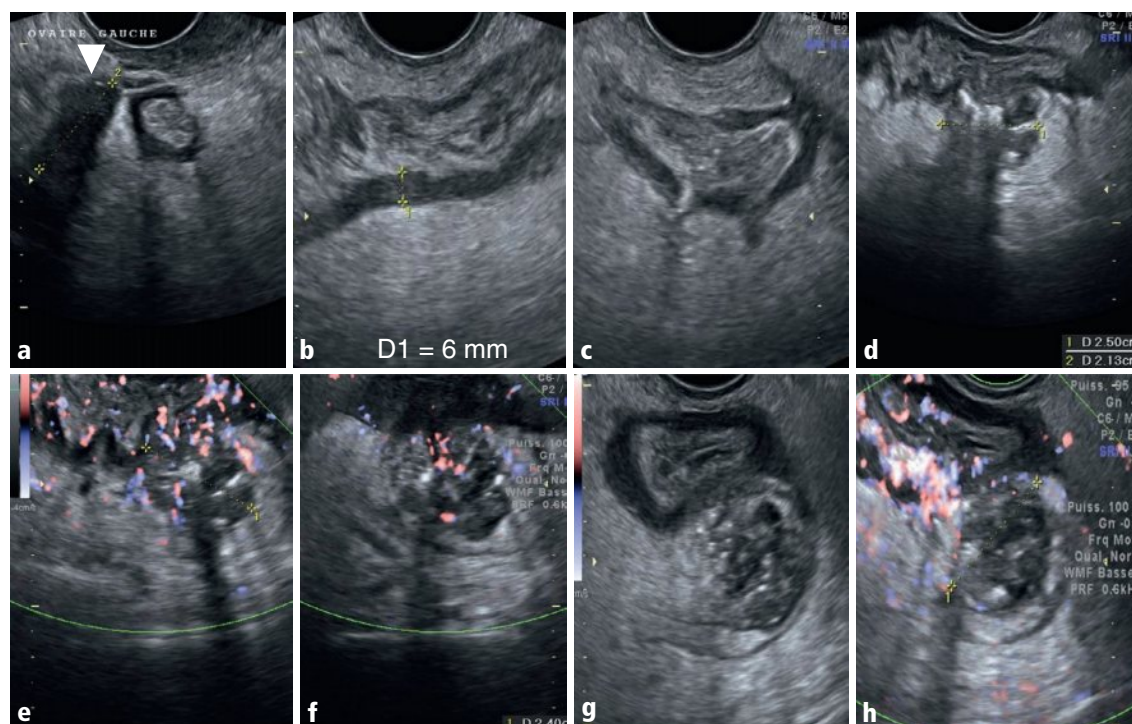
a-h Ovaire gauche, coupe axiale (a). Côlon sigmoïde, coupes sagittale (b) et axiale oblique (c). Sigmoïde : coupe sagittale en mode B (d); coupes sagittale (e) et axiale (f) en mode Doppler énergie; coupe axiale en mode B (g) et Doppler énergie (h).
